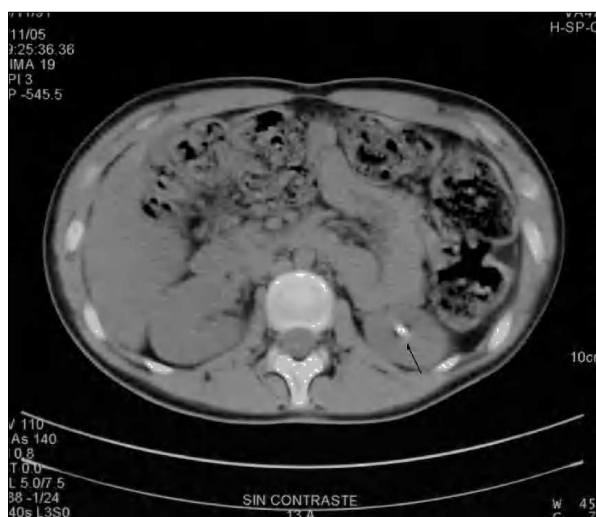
TC helicoidal sin contraste intravenoso. Cálculo en grupo calicial inferior del riñón izquierdo (flecha color negro).
